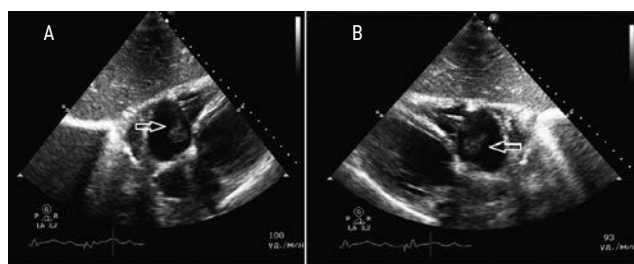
Эхокардиограмма пациента А., 04.2019 г. А — четырехкамерное верхушечное сечение; В — трехкамерное субкостальное модифицированное сечение. Стрелками обозначена крупная рыхлая вегетация, расположенная на электроде вблизи структур ТК
